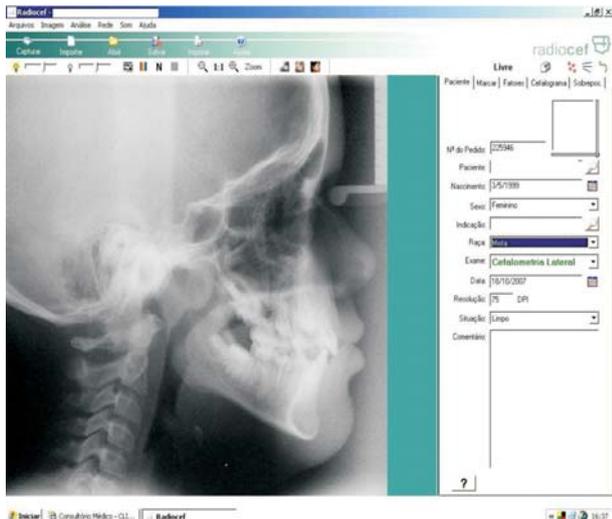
Telerradiografia no programa Radiocef para realização das medidas cefalométricas
